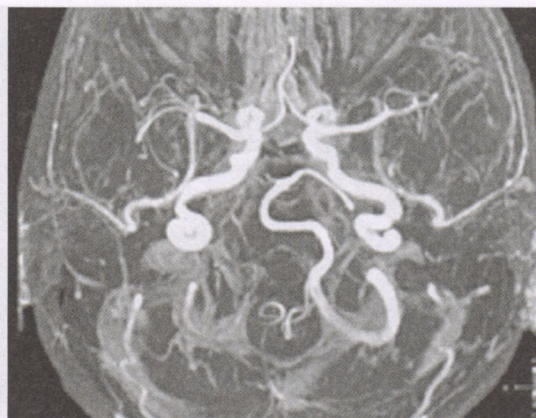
МРТ-картина головного мозга с внутривенным контрастированием
